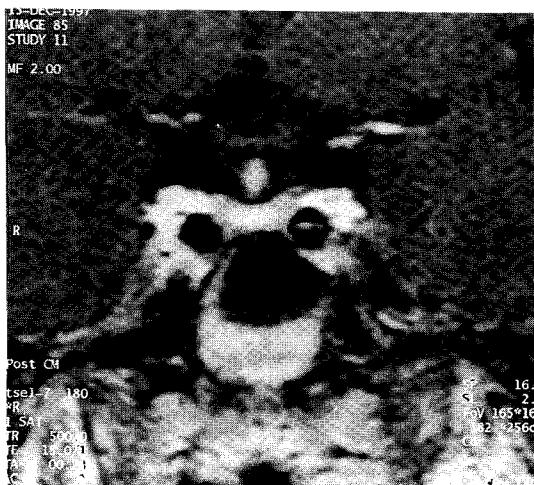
Brain MRI shows no abnormal lesion on suprasellar region.
